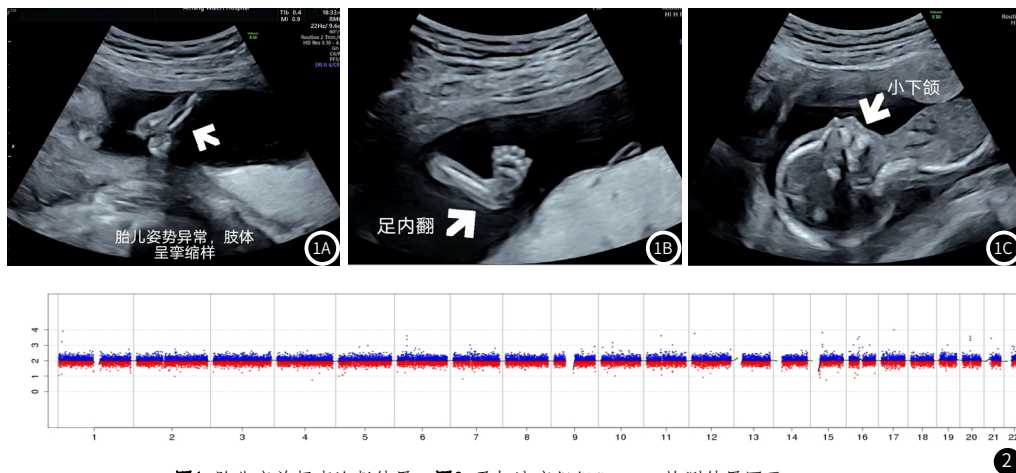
胎儿产前超声诊断结果。图2 孕妇流产组织CNV-seq检测结果图示。
